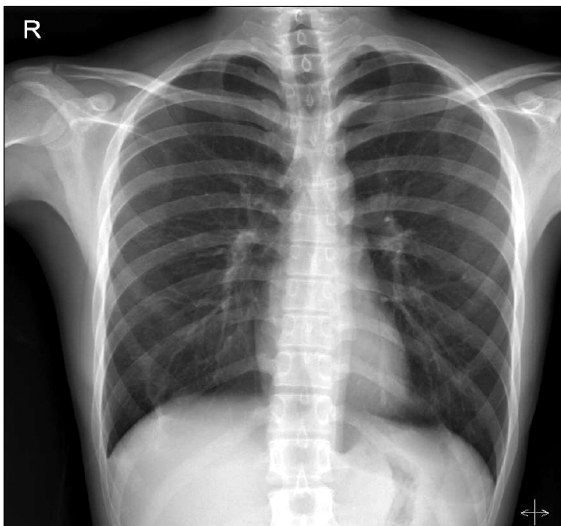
Chest X-ray shows no abnormal findings.
